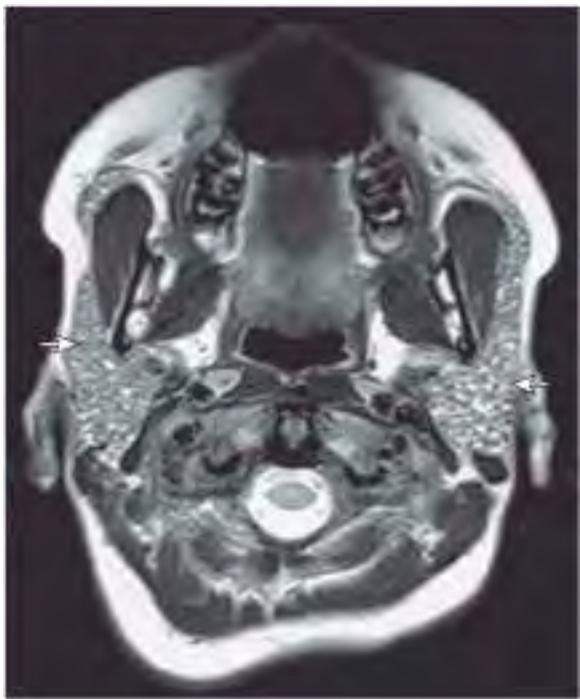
RM potenciada en T2 de niño con síndrome de Sjögren que muestra una parotiditis (flechas).
